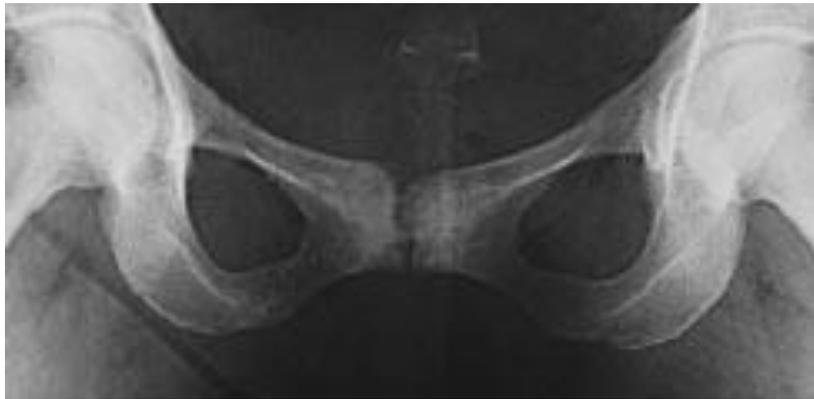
Radiographie standard du bassin de face montrant un effacement de l'interligne articulaire avec irrégularité et ostéocondensation en miroir des berges symphysaires. (D'après D. Régent, Exploration radiologique de la symphyse pubienne de l'adulte, 1977)
